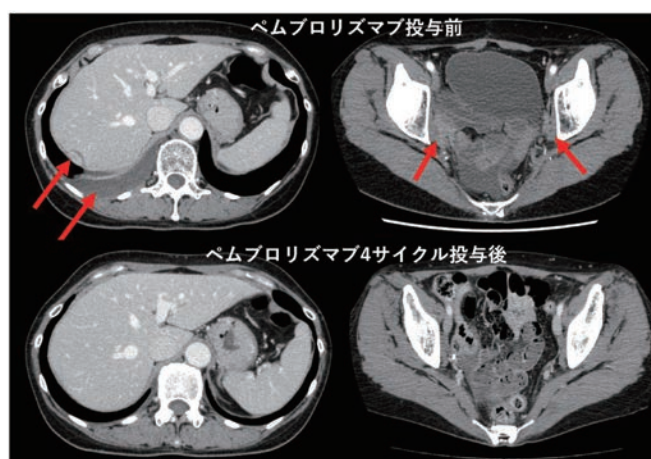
症例3のペムブロリズマブ投与前後のCT比較
